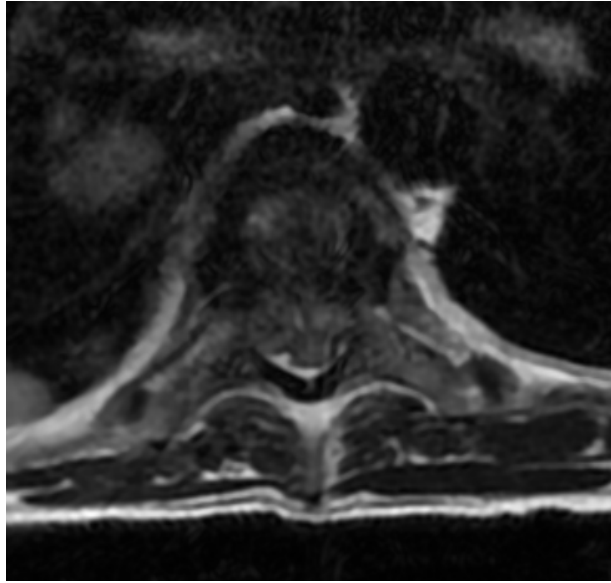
Imagen de RMN corte axial
